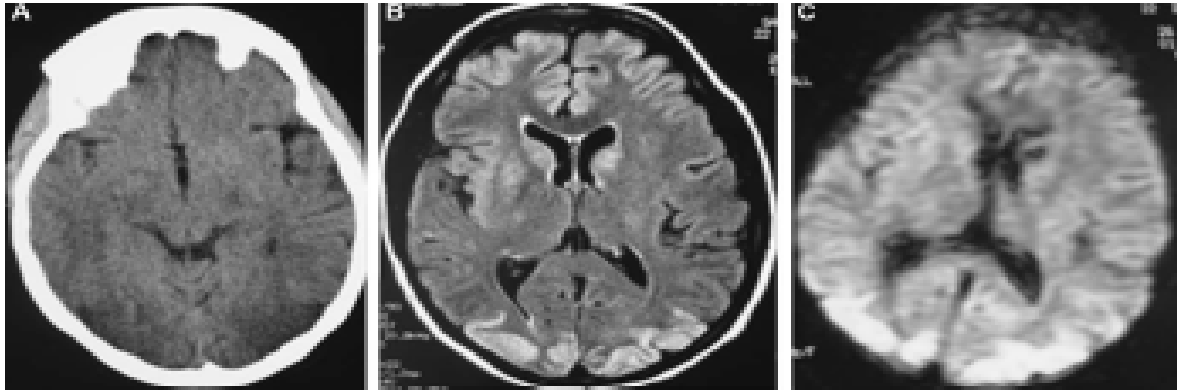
(A) TDM encéphalique coupe axiale: hypodensité postérieure bilatérale. (B): IRM encéphalique coupe axiale séquence FLAIR: montrant des hypersignaux postérieurs bilatéraux ; (C) IRM encéphalique coupe axiale séquence de diffusion: montrant les mêmes lésions en hypersignal [27].
